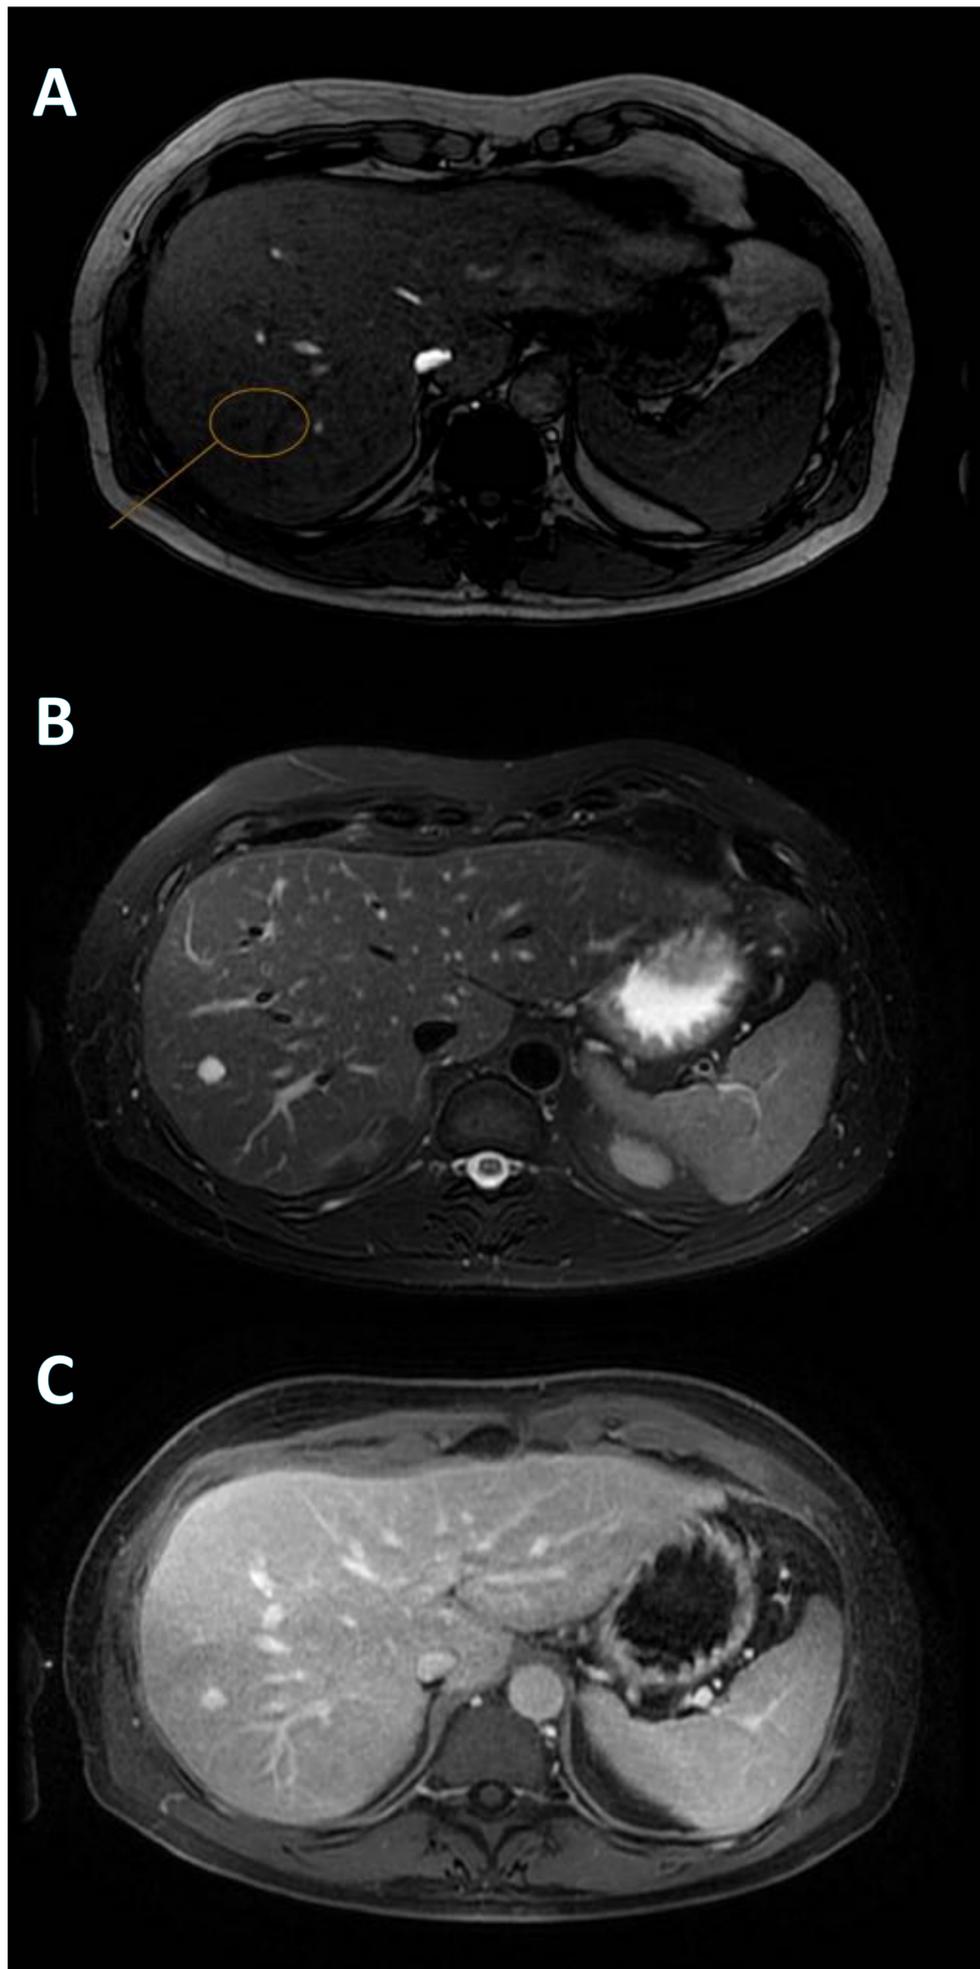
Hemangioma cavernoso por RM. A: lesión hipointensa en T1 (casi imperceptible). B: lesión hiperintensa en T2. C: lesión pequeña que capta el contraste de manera homogénea y desde la fase inicial. References: Hospital Universitari de Tarragona Joan XXIII/ES.
